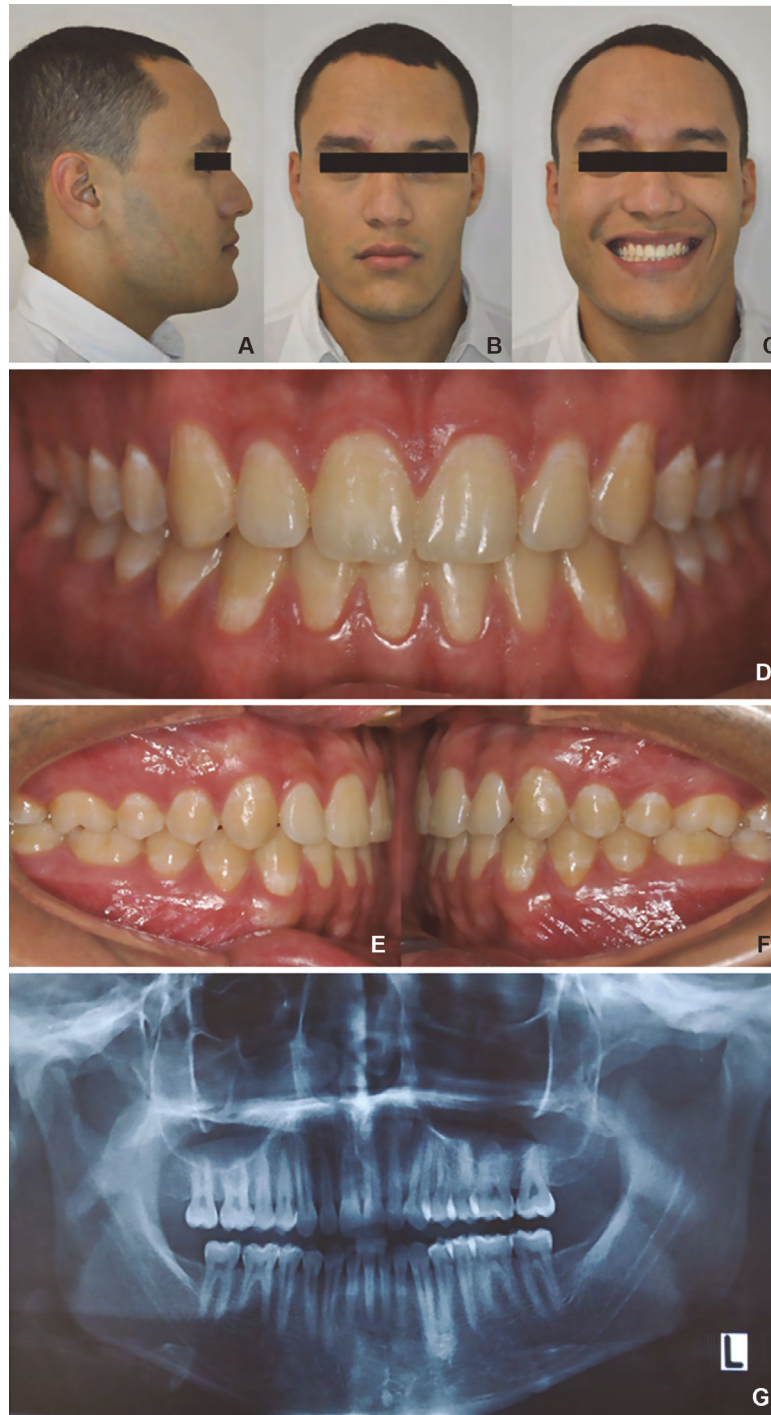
Patient #3 final records. Profile photograph (A), frontal photograph (B), smile photograph (C), frontal intraoral photograph (D), right side photograph (E), left side photograph (F), panoramic X-ray (G)
